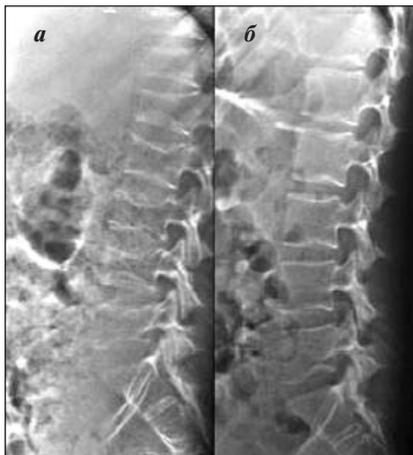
Динамика деформаций тел позвонков при ОП. а — рентгенограмма поясничного отдела позвоночного столба в боковой проекции — существенных деформаций не отмечается; б — контрольная рентгенограмма, выполненная через 1 год. Отмечаются множественные деформации тел позвонков различного характера, включая и соответствующие по объему остеопоротическим переломам
